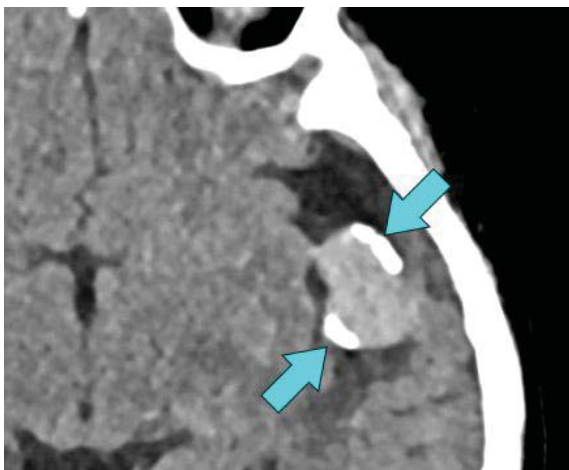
Определение кальцинированных участков стенки аневризмы СМА слева по данным КТ головы. Петрификаты отмечены стрелками
